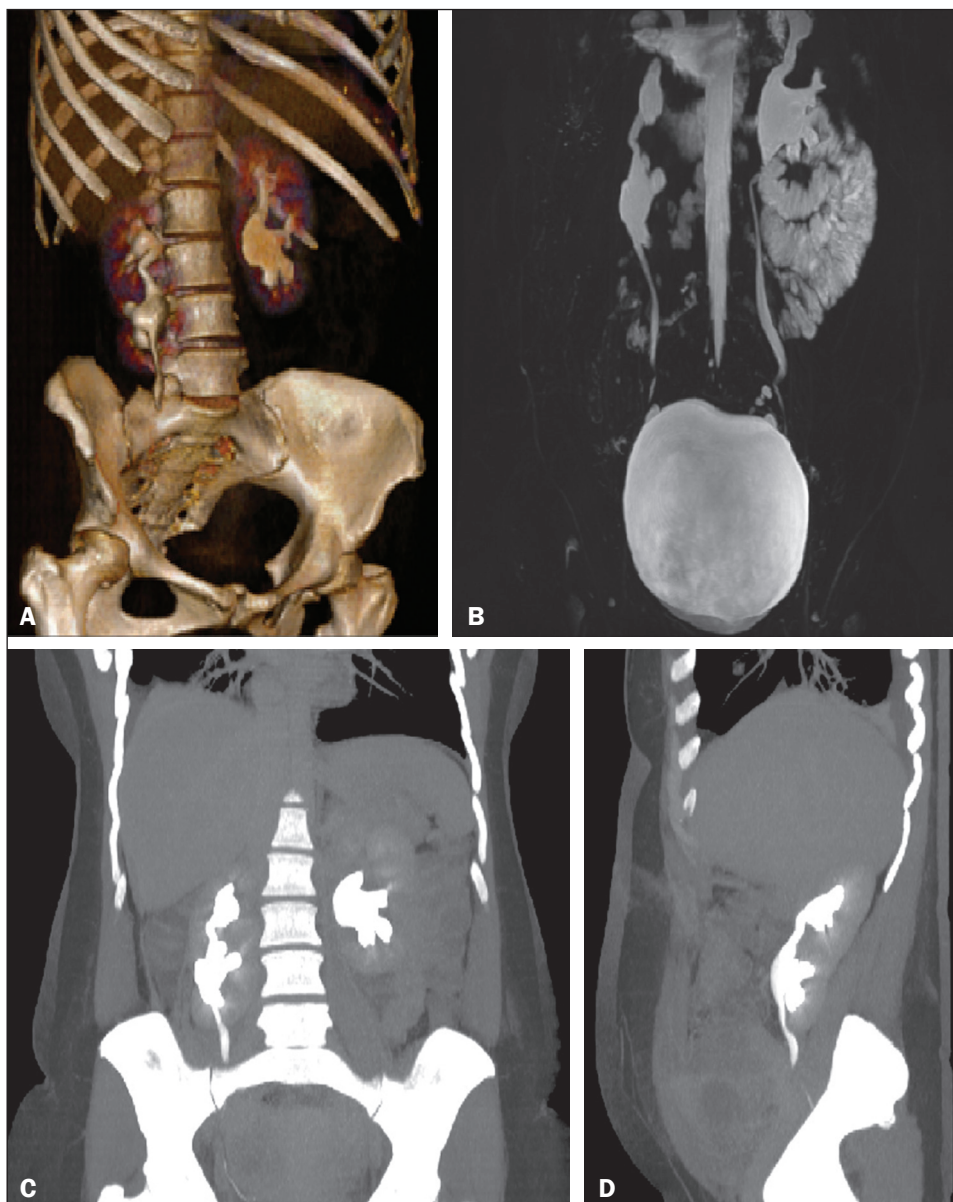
A: Imagem de reconstrução 3D de TC de abdome (fase excretora) mostra rim normal à esquerda e rim supranumerário em posição caudal e anterior ao rim direito, havendo comunicação píelica entre eles. B: Imagem de uorressonância magnética (fase excretora) na sequência fat EFGRE ponderada em T2, com reconstrução coronal 3D, mostra comunicação píelica entre o rim direito normal e o rim supranumerário e ureter único. C,D: Imagens de reconstrução coronal e sagital (MIP) de TC de abdome (fase excretora) mostra rim normal à esquerda, e em posição caudal e anterior ao rim direito observa-se massa parenquimatosa reniforme distinta e encapsulada, compatível com rim supranumerário, unidos por ponte de parênquima renal e havendo comunicação píelica entre eles.
